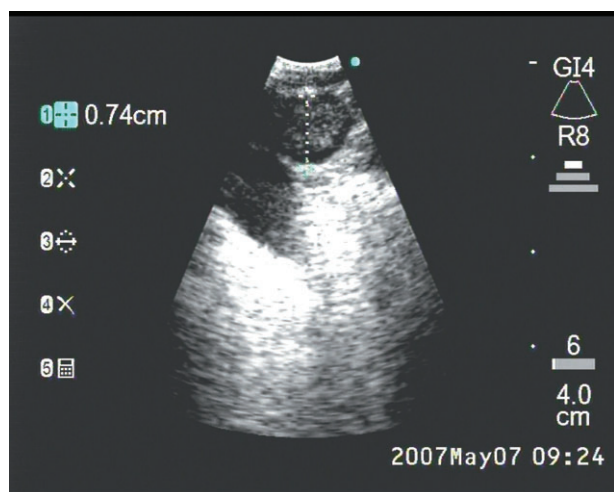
Endobronchial ultrasound of hilar node.
